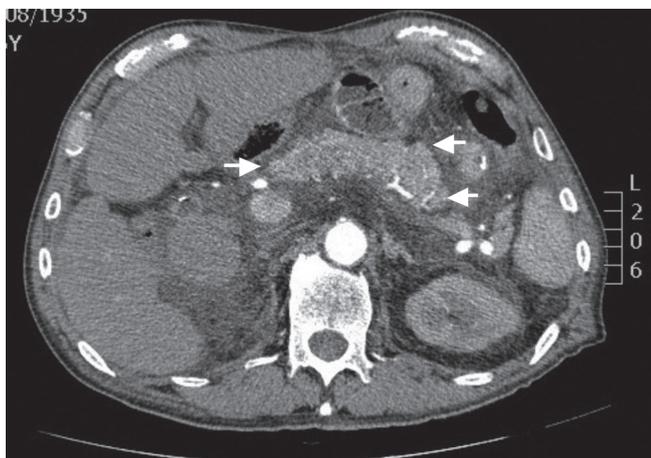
Tomografía computada del abdomen con crecimiento difuso del tejido pancreático.
